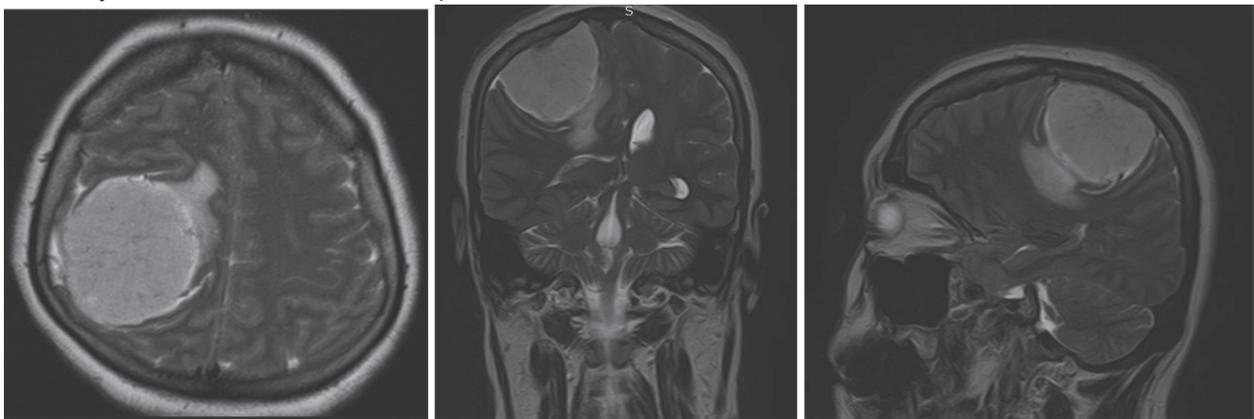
МРТ теменной доли правого полушария
